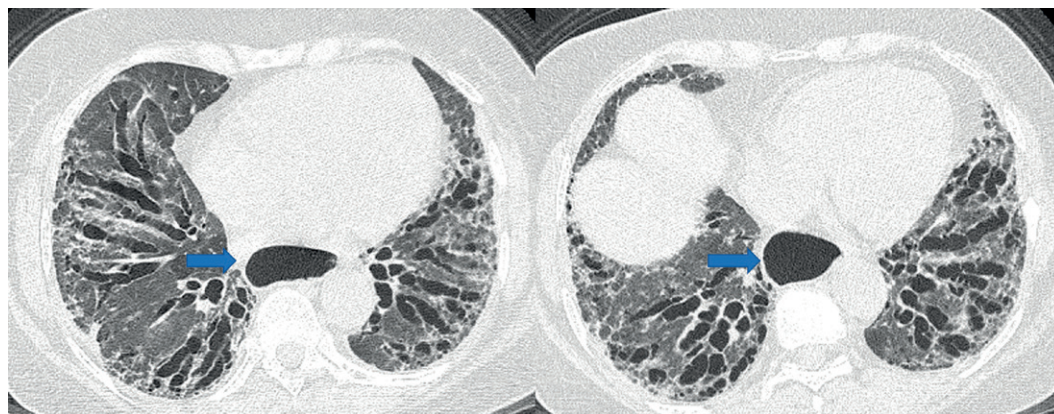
Paciente feminina, 58 anos portadora de esclerose sistêmica. TC no plano axial demonstra extensas bronquiectasias de tração predominando nos terços inferiores dos pulmões, associada a discreta reticulação irregular e a opacidades em vidro fosco. O aspecto é de PINE fibrótica. Destaca-se ainda dilatação do esôfago distal (setas).
